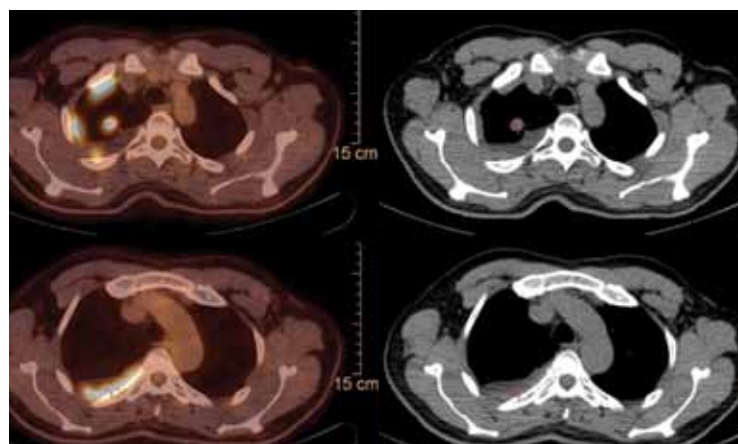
In case of this patient, the contrast medium-enhanced CT showed a not clearly classifiable coin lesion in the right superior lobe of the lung as well as a concomitant, partly locular intrapleural effusion. The 18F-FDG-PET/CT showed a glucose metabolism of the coin lesion typical of malignant tumours. In addition, pleural nodules were shown, which also exhibited a glucose metabolism typical of malignant tumours. The diagnosis lung carcinoma with pleural carcinosis could thus be made with the help of PET/CT.
